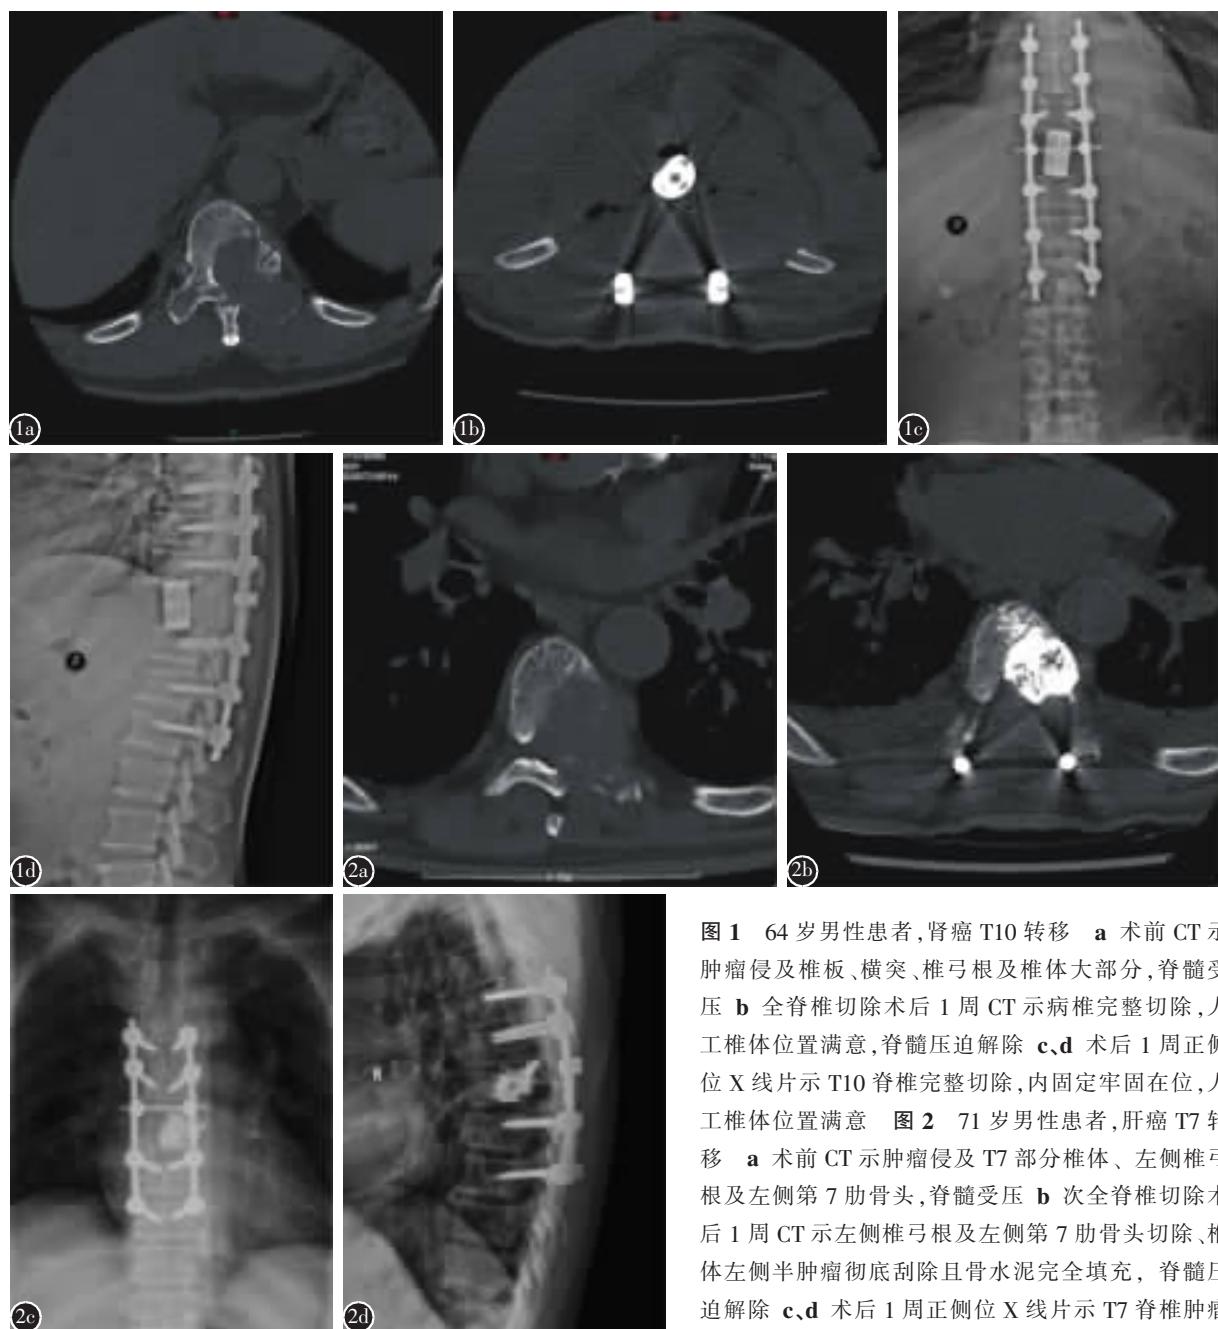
64岁男性患者,肾癌 T10 转移 a 术前 CT 示肿瘤侵及椎板、横突、椎弓根及椎体大部分,脊髓受压 b 全脊椎切除术后 1 周 CT 示病椎完整切除,人工椎体位置满意,脊髓压迫解除 c,d 术后 1 周正侧位 X 线片示 T10 脊椎完整切除,内固定牢固在位,人工椎体位置满意 图 2 71岁男性患者,肝癌 T7 转移 a 术前 CT 示肿瘤侵及 T7 部分椎体、左侧椎弓根及左侧第 7 肋骨头,脊髓受压 b 次全脊椎切除术后 1 周 CT 示左侧椎弓根及左侧第 7 肋骨头切除、椎体左侧半肿瘤彻底刮除且骨水泥完全填充,脊髓压迫解除 c,d 术后 1 周正侧位 X 线片示 T7 脊椎肿瘤彻底切除,骨水泥填充满意,内固定牢固在位
